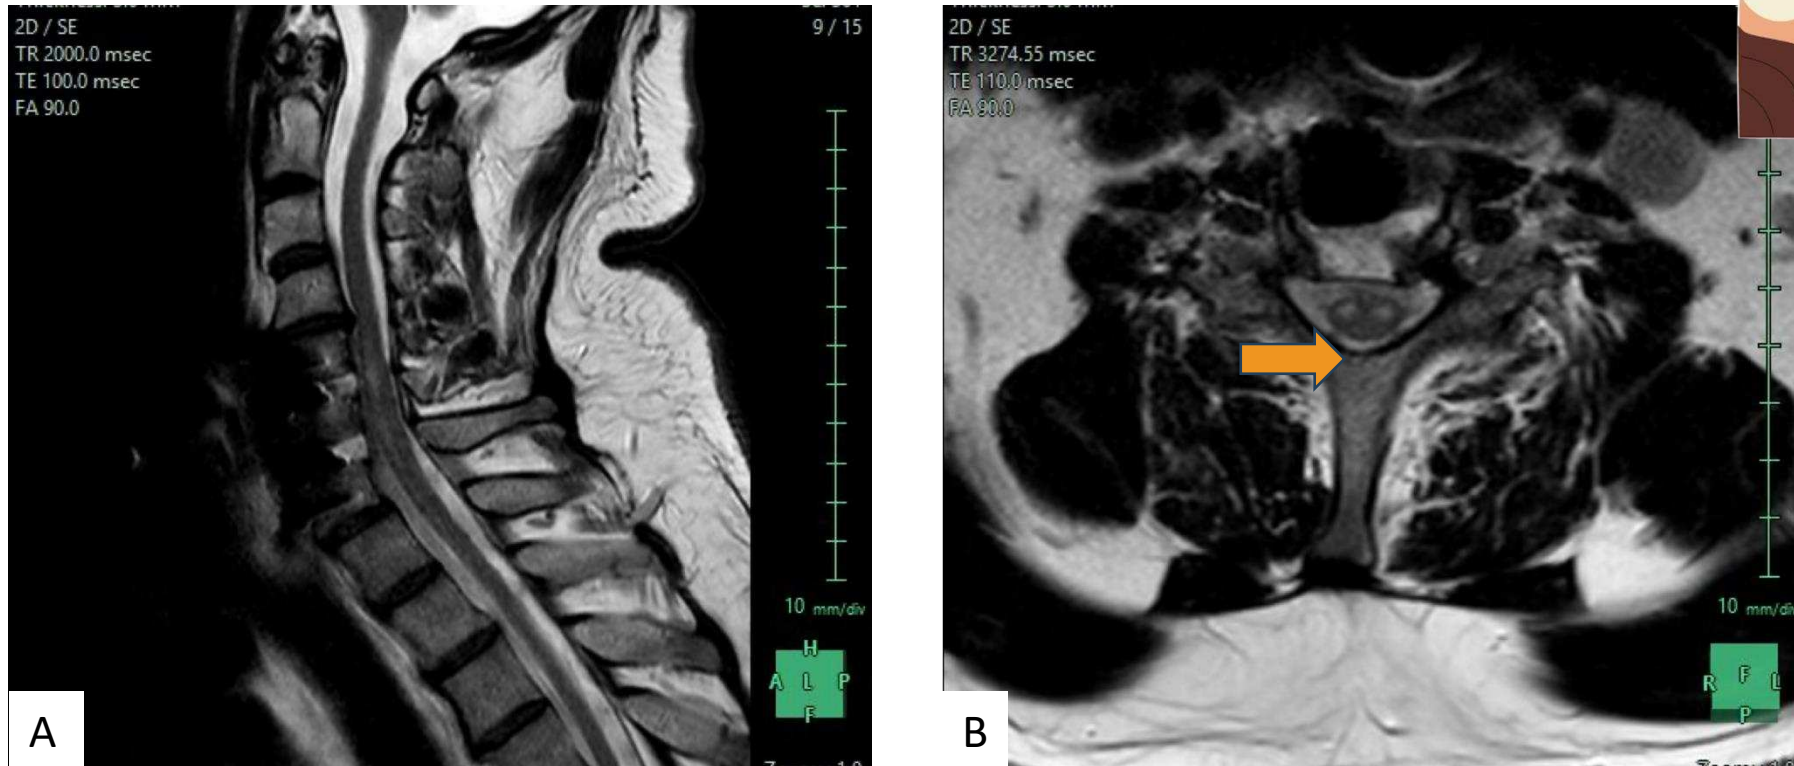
RM cervical en paciente con infarto medular anterior. En la imagen A (corte sagital T2 FSE) se aprecia una hiperintensidad de señal de predominio anterior a la altura de C5-C7 que en la imagen B (corte axial T2 FSE) se corresponde con alteraciones de señal en ambas astas anteriores, dando una imagen de “ojos de búho”, compatible con infarto de la arteria espinal anterior.
